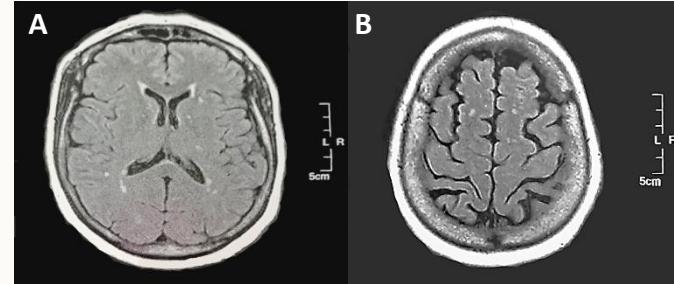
Hyper signaux FLAIR de la substance blanche péri-ventriculaire (A) et sous-corticale (B)
